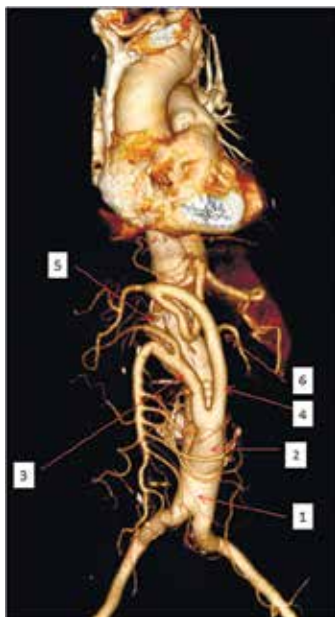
МСКТ аорты после I этапа лечения.
